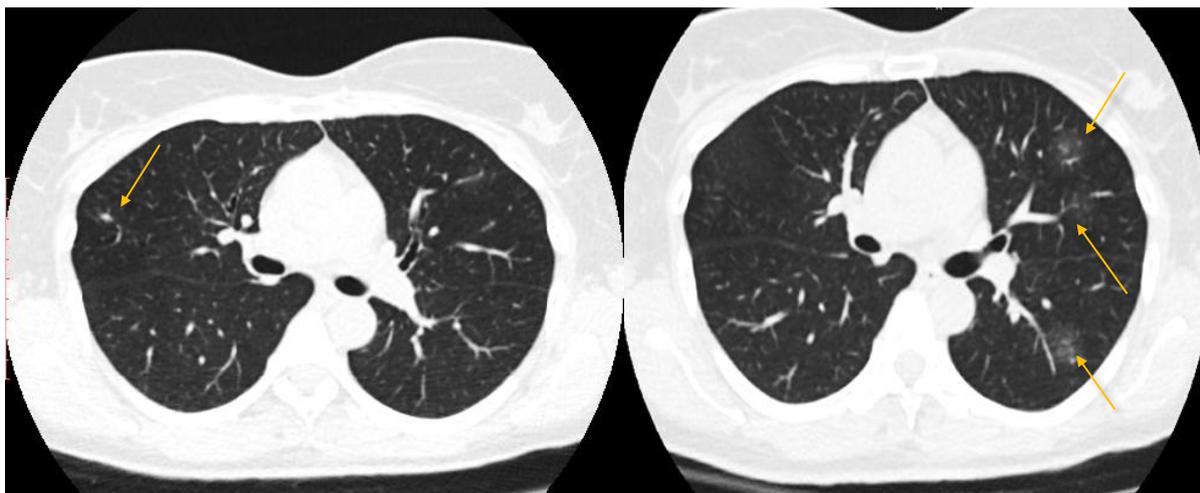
СКТ от 27.10.2018 г.
